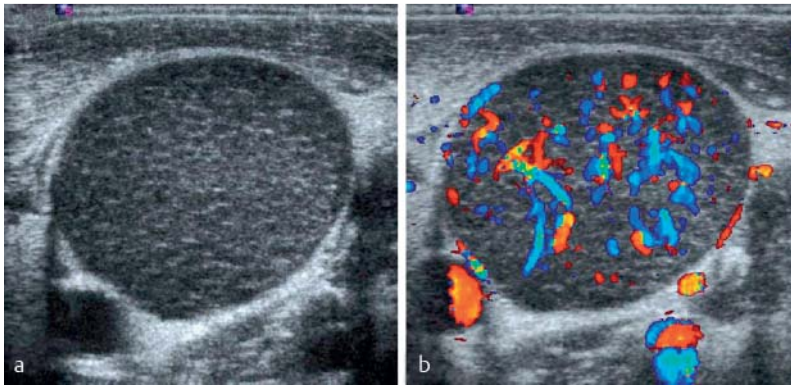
Greatly enlarged, rounded, affected lymph node (22 mm short-axis diameter) in the lower cervical region in follicular lymphoma a on B-mode image and b color Doppler sonographic image. a Homogeneous speckled internal structure. b Significantly increased, relatively uniform vascularization (7.3 MHz, 900 PRF, 50 WF).
